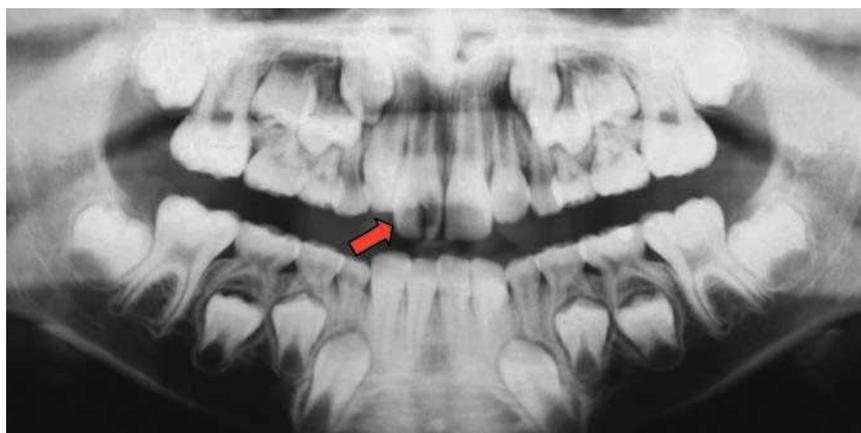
Radiografía panorámica obtenida en otro centro. Situación 2 años antes de la primera visita a la consulta. Imágenes radiolúcidas en la corona del diente 11 sugestivas de una gemelación incompleta (flecha).
